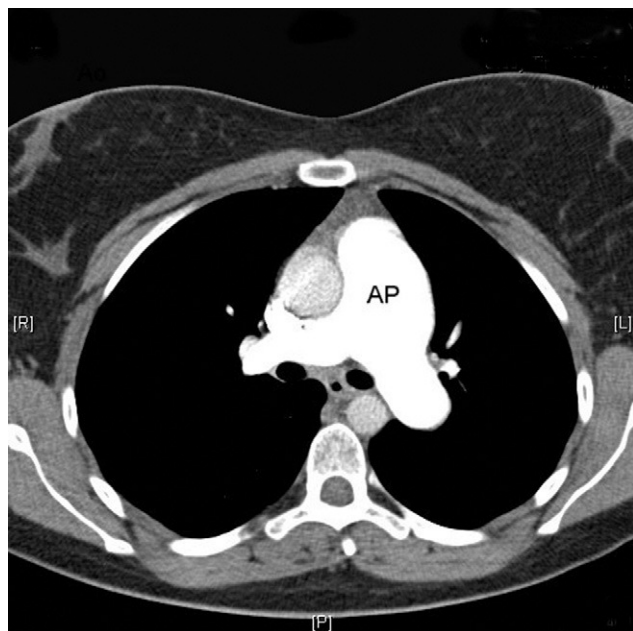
Angio TC torácica actual con dilatación aneurismática fusiforme de la arteria pulmonar (AP) principal.
